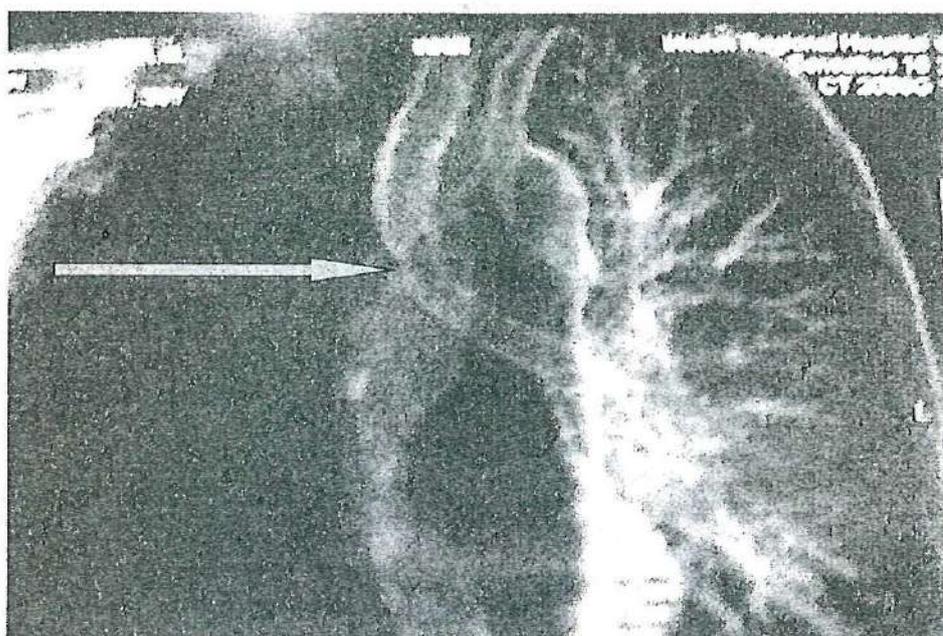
Компьютерная томограмма (виртуальная трахеобронхограмма) пациента О. через 7 суток после операции (трахеобронхиальный анастомоз указан стрелкой)
